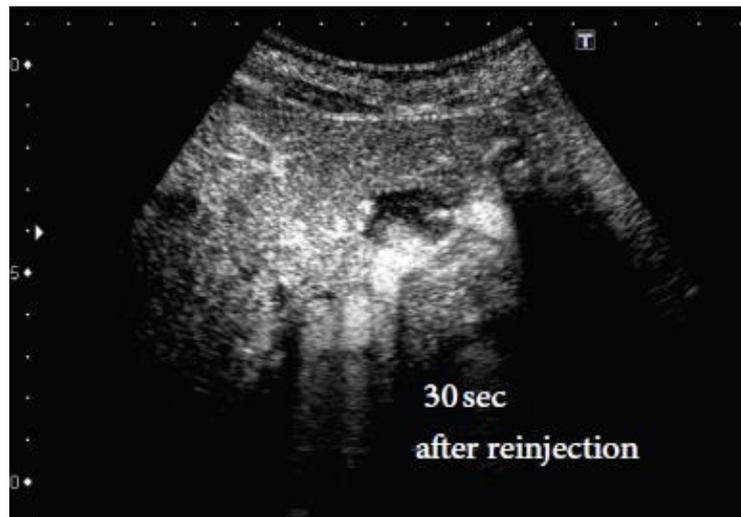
Eco-Doppler de hemangioma hepático 30 segundos después de la inyección de contraste Sonazoid. 25
